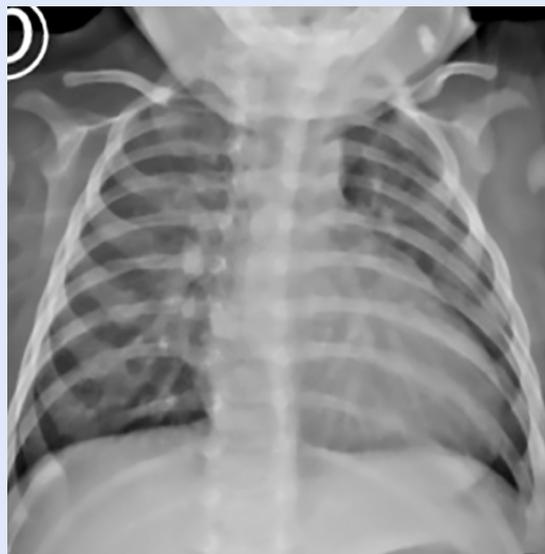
Radiografía de tórax al ingreso del paciente.
